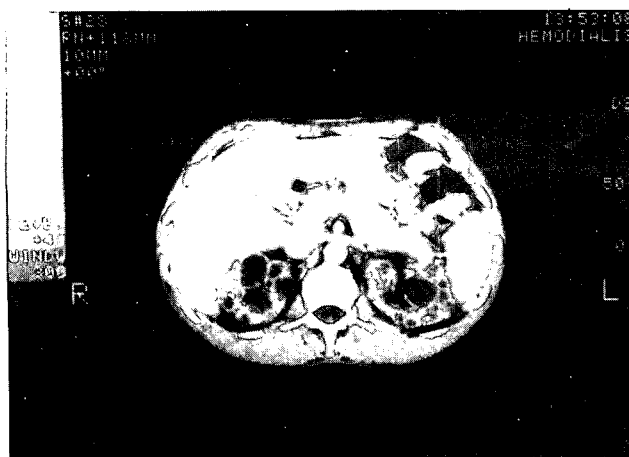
E.R.Q.A. Tomografía axial computarizada.
